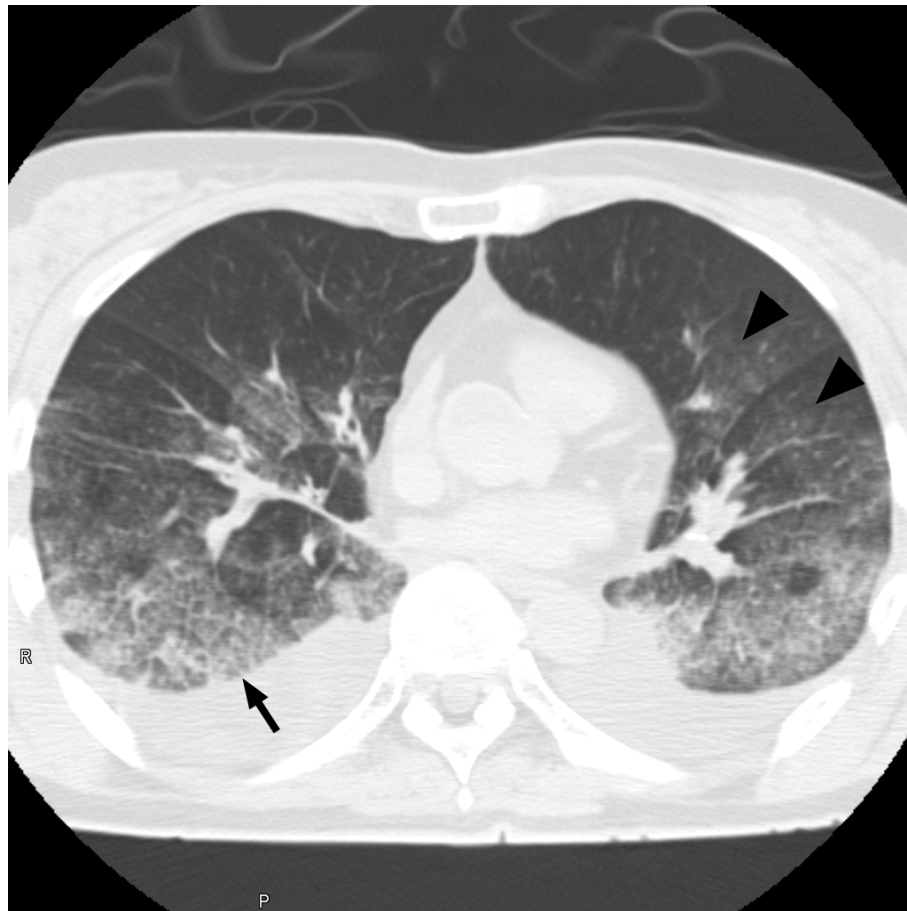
溺死肺 Type 1+2 の CT 画像
